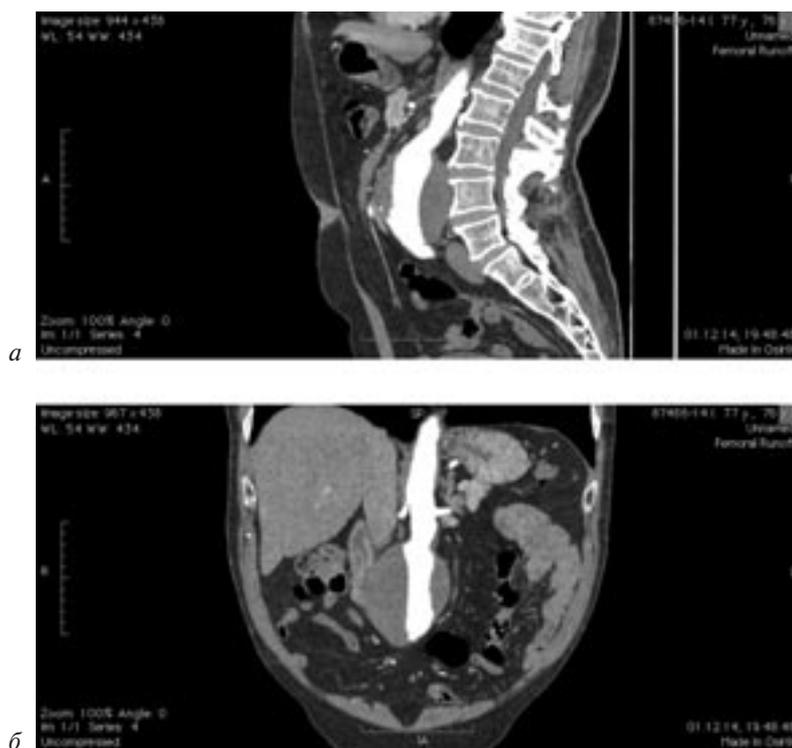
Пациент Ш., 77 лет, предоперационное МСКТ-исследование:
